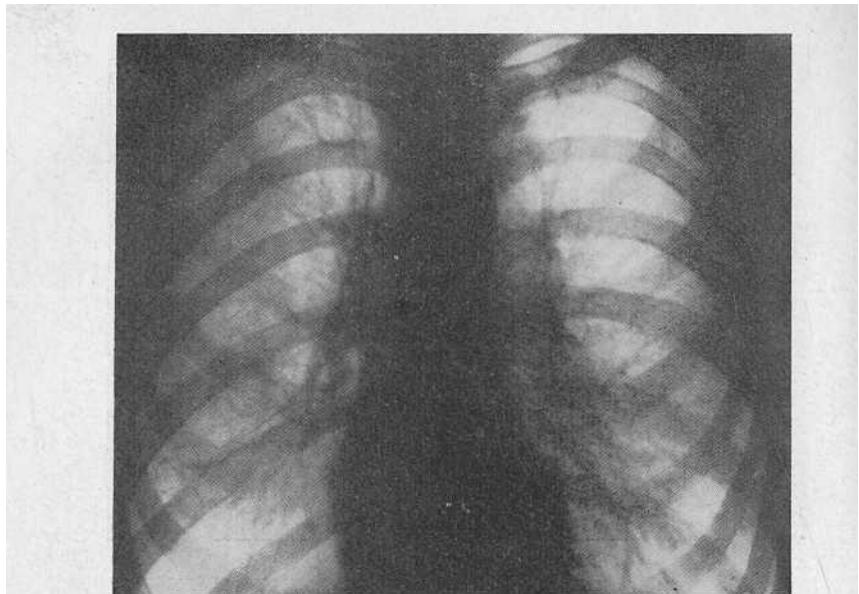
Рентгенограмма больного К. В правом легком определяются множественные, тонкостенные полости. Сосудистый рисунок обеднен.
